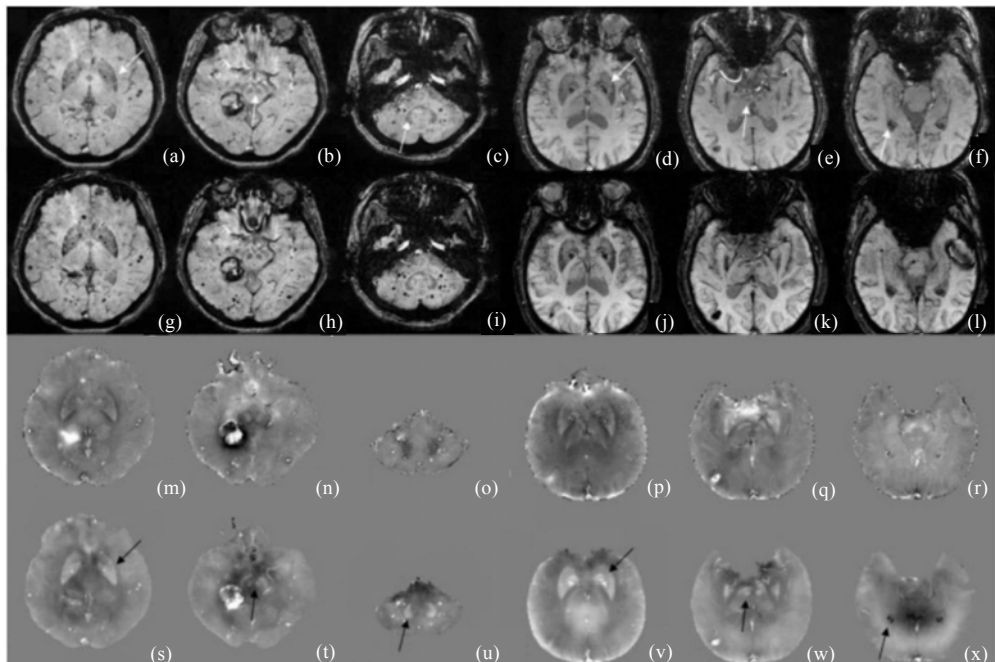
两个脑部出血病人的 3 层 MRI 图像。(a)~(f) 幅值图；(g)~(l) SWI 图；(m)~(r) 局部场图；(s)~(x) 磁化率分布图^[19]
